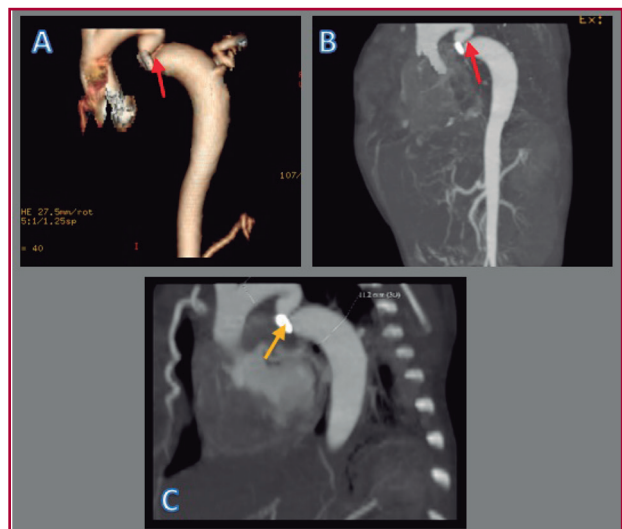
A y B. Angiotomografía de tórax donde se aprecia el sitio de coartación aórtica (flechas rojas). C. Clip de titanio adyacente al sitio de coartación (flecha amarilla).
